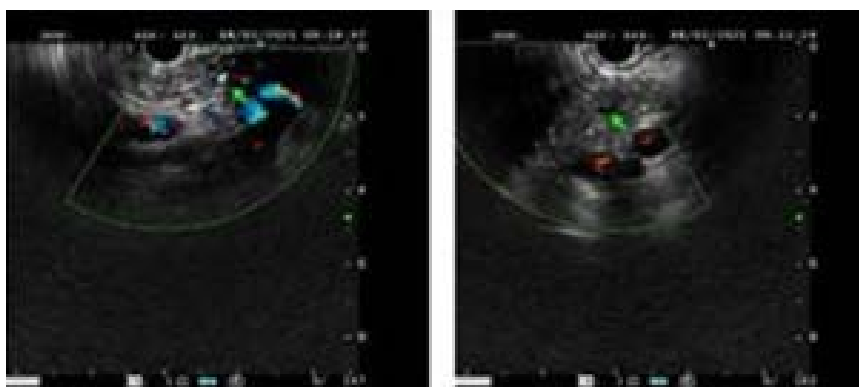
Ultrasound gastroscopy
